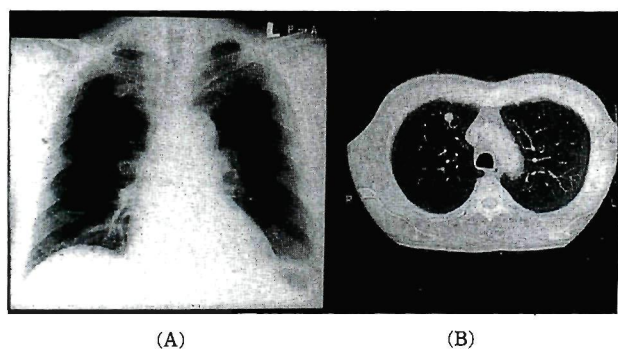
Chest x-p and CT image. (A)chest x-p with no visible abnormal lesion. (B)CT image showing rt.S1<sub>b</sub> which is a peripheral type of squamous cell carcinoma.
